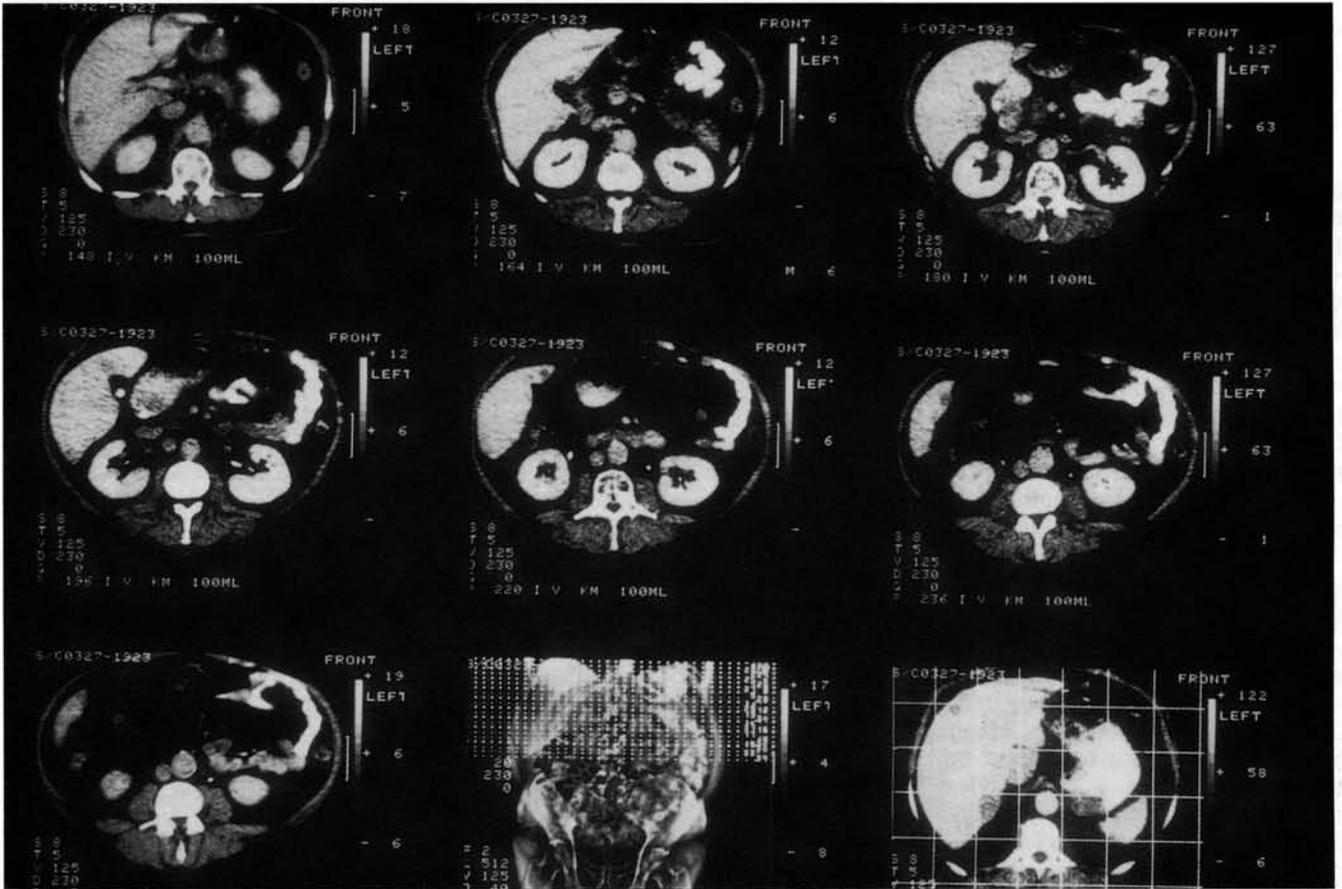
Computertomographie: Patient mit Melanosarkom und Lebermetastasen vor der Behandlung
